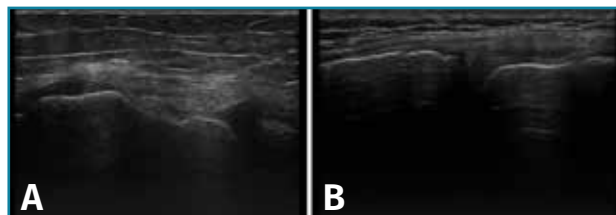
Corte coronal de una ecografía de rodilla. A: engrosamiento del ligamento lateral externo en la inserción proximal por un esguince de grado I; B: engrosamiento del ligamento lateral interno.
